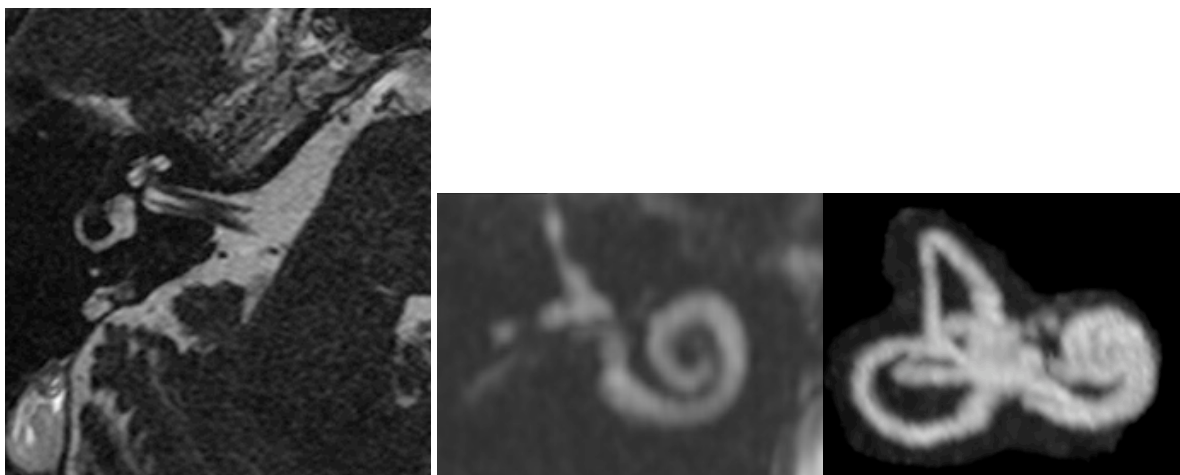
IRM conduit auditif et oreille interne
